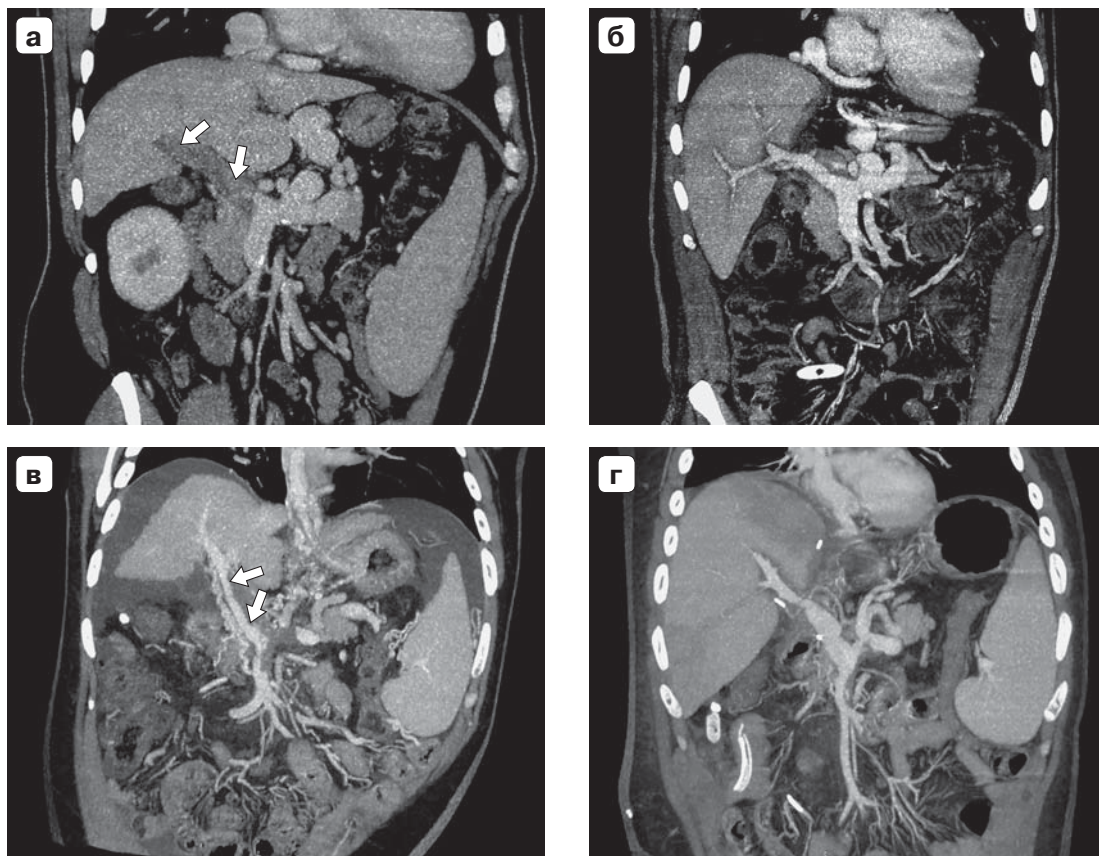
Компьютерные томограммы. ЦП, тромбоз ВВ: а – II степени до трансплантации правой доли печени от живого родственного донора; б – после трансплантации; в – IV степени до трансплантации правой доли печени от живого родственного донора; г – после трансплантации. Тромбоз указан стрелками.
